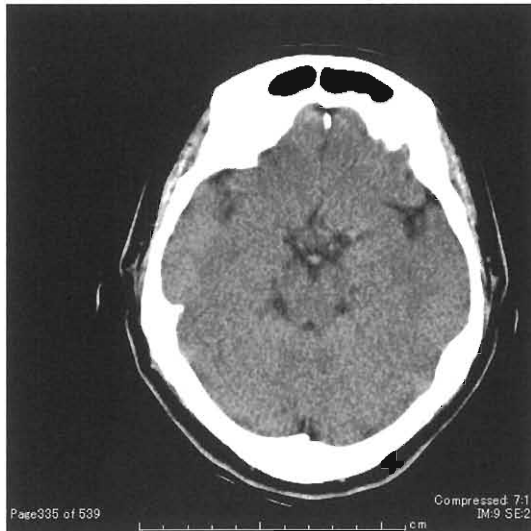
Brain computed tomography
